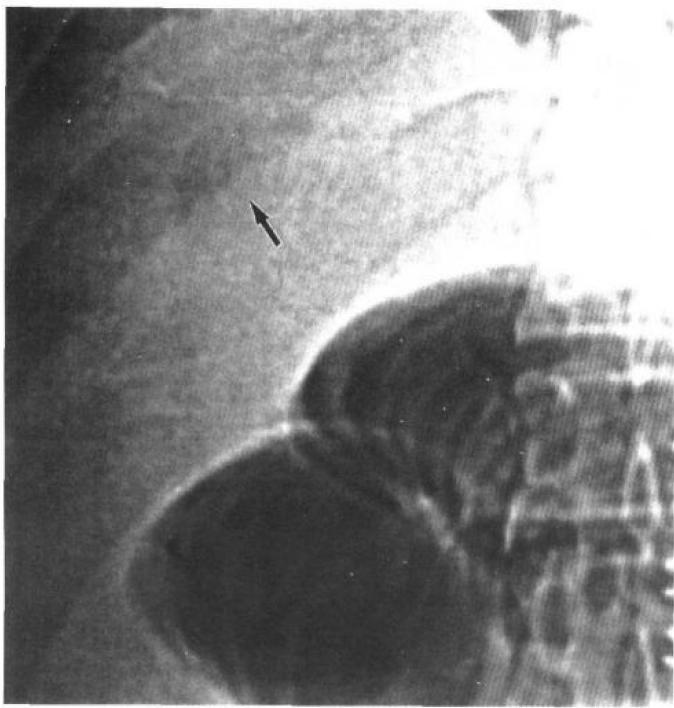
肠梗阻穿孔患者的极少量气腹。右上腹仰卧位腹平片可显示肝脏腺气的小量线状气体影（箭头）。
